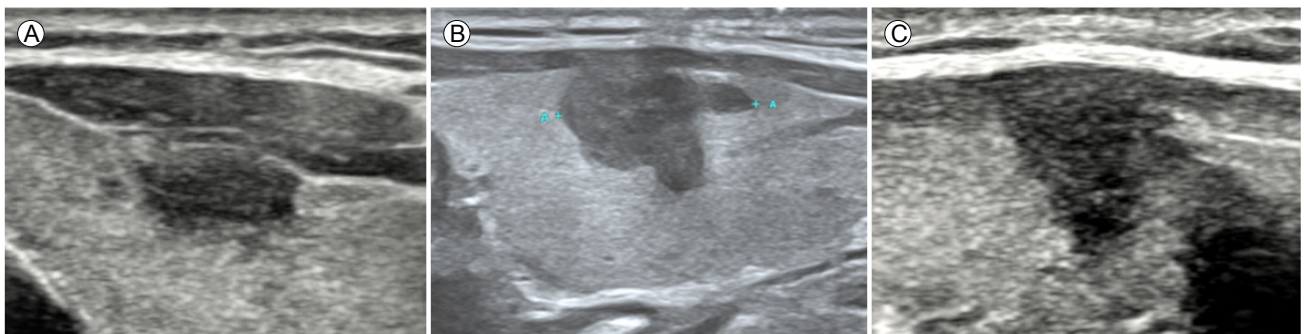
US findings of anterior ETE. (A) No ETE, (B) minor ETE, (C) gross ETE. US, ultrasonography; ETE, extrathyroidal extension.
